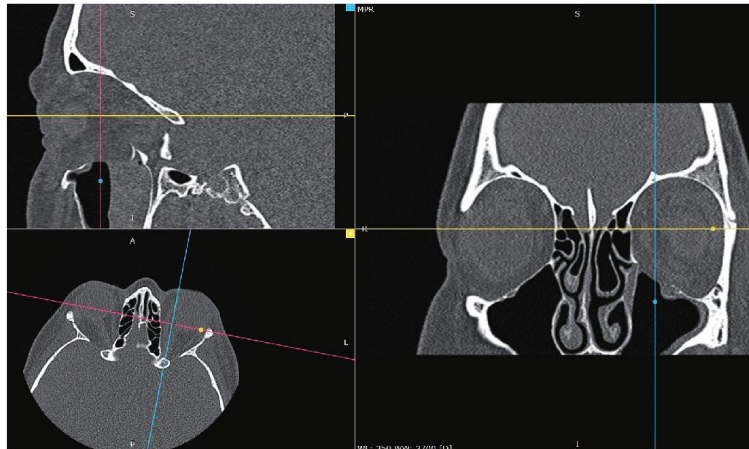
Post-surgery computed tomography scan of the patient. The lines and dots indicate the relation of the shown slices. MPR, multiplanar reconstruction; A, anterior; P, posterior; R, right; L, left; S, superior; I, inferior.
